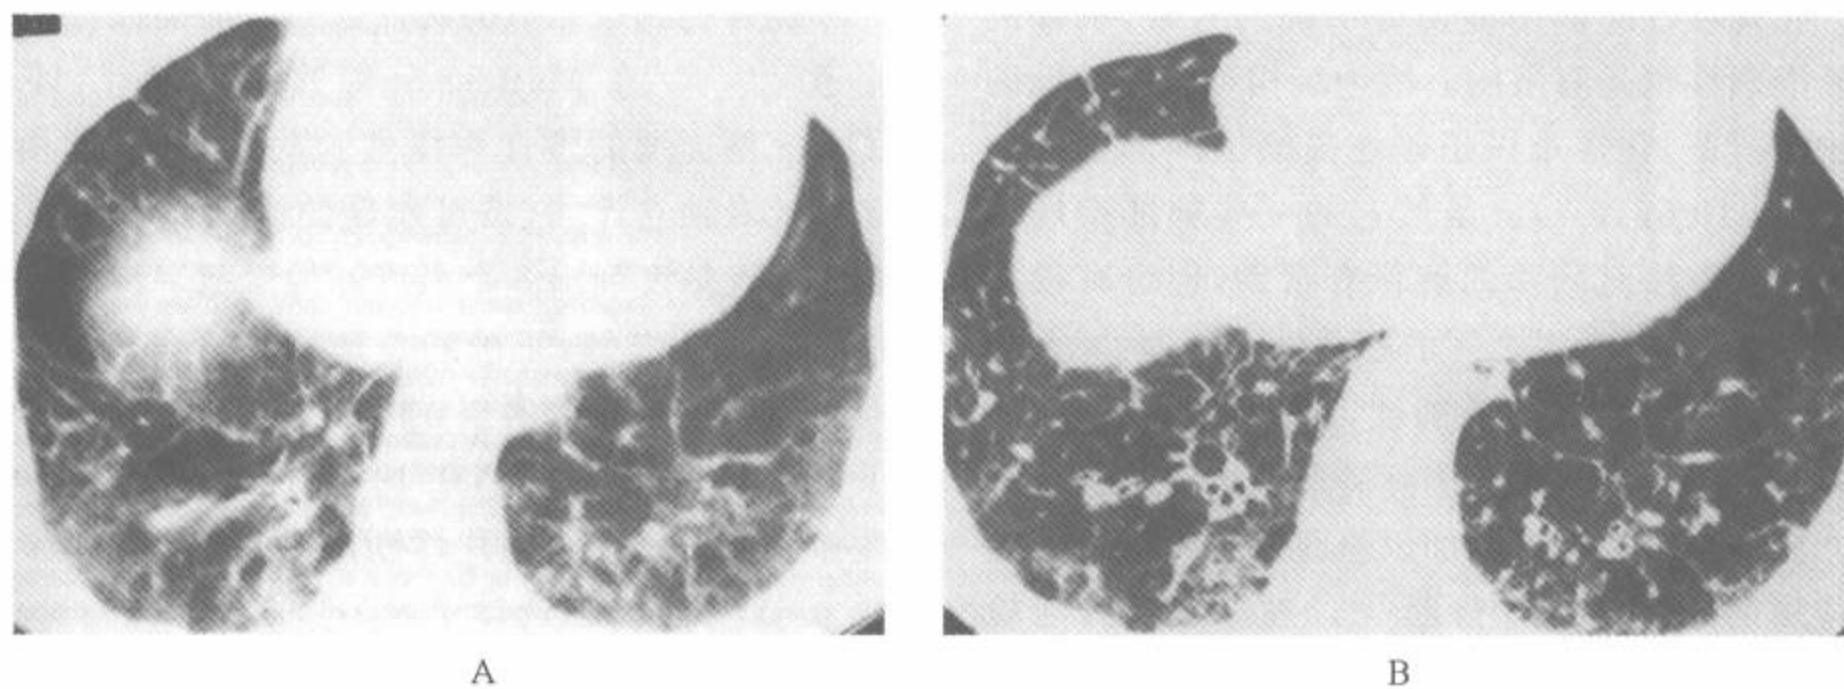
常规 CT(10mm 准直)与 HRCT 的比较
